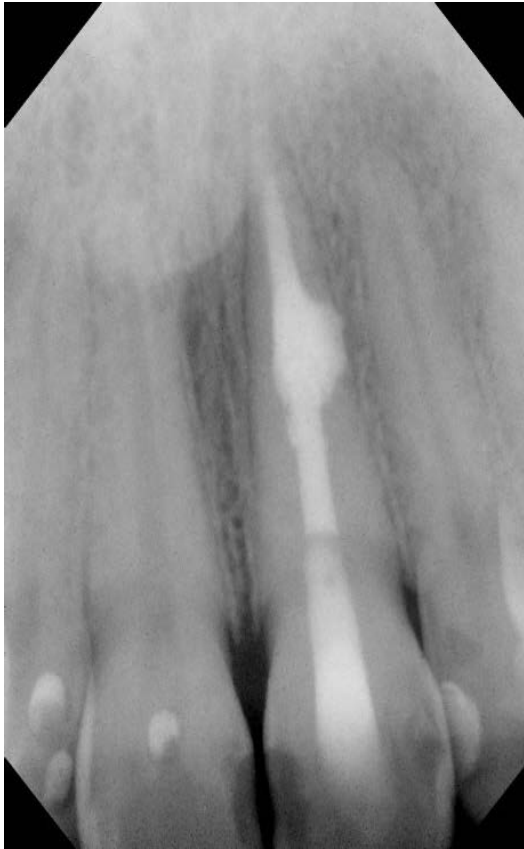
(links): Das Recall-Röntgenbild ein halbes Jahr post-op (27.10.2005) zeigt eine weitgehende knöcherne Regeneration im Bereich der vormaligen Läsionszone.
